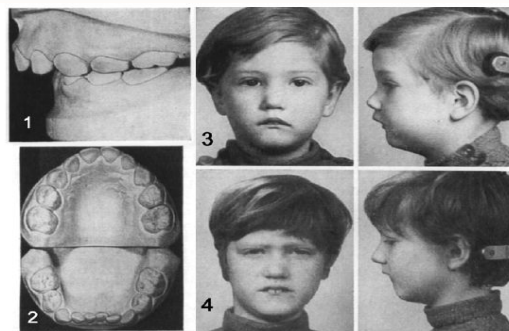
Глубокий прикус в разные возрастные периоды: 1,2-суженная верхняя челюсть с протрузией и фронтальный отдел нижней челюсти с ретрузией, нейтральным соотношением моляров в период молочных зубов; 3-период молочных зубов и переход аномалии в постоянный прикус, 4-после прорезывания постоянных передних зубов (Taatz Н.)
